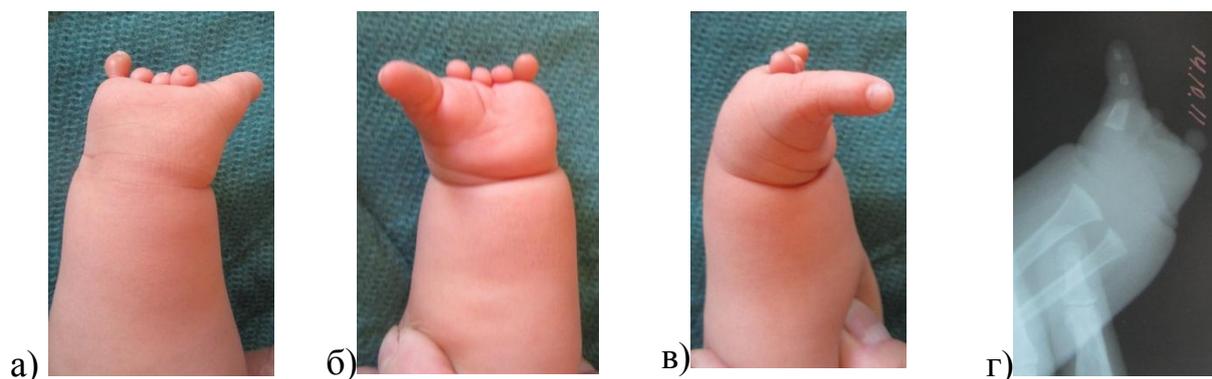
Внешний вид и рентгенограмма левой кисти б-ого С., 2 года, и/б № 4552/С2011, с брахидактилией средних, основных фаланг и пястных костей.
